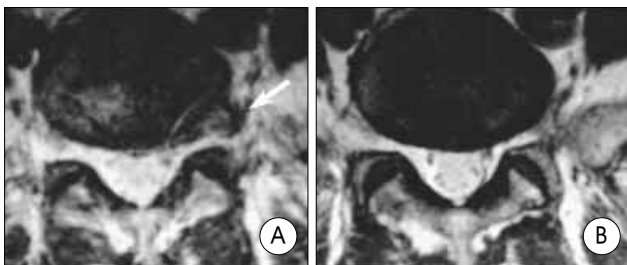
An operated case with far lateral lumbar disc herniation. A : T2-weighted axial magnetic resonance image shows disc herniation at L5-S1 (arrow). B : Postoperative T2-weighted axial magnetic resonance image.
